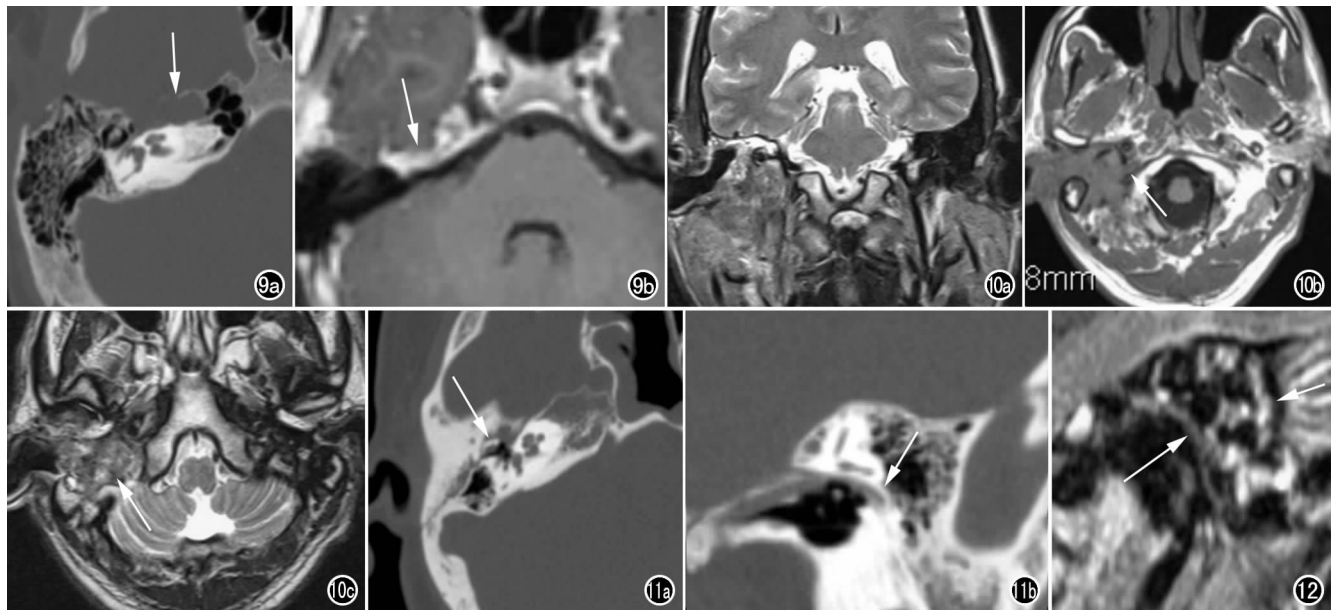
面神经膝段和岩浅大神经神经鞘瘤。a) HRCT 显示右侧面神经膝段、岩浅大神经管增宽, 骨质形态不规则(箭); b) MR 增强检查显示右侧面神经膝段、岩浅大神经以及三叉神经半月节可见明显强化。图 10 腮腺囊腺瘤。MR 显示腮腺内等 T₁ (b) 等 T₂ (a、c) 信号影, 边界欠清, 形态不规则。病变累及面神经管乳突段(箭), 向前与颈内动脉关系密切。a) T₂ WI; b) T₁ WI; c) T₂ WI。图 11 左侧颞骨纵行骨折。a) 显示骨折线累及中耳听小骨; b) 多平面重组显示右侧面神经管鼓室段变窄, 形态欠规则。图 12 外伤后迟发面瘫。MR 斜矢状面显示面神经乳突段增粗, 信号不均匀(长箭), 提示面神经损伤。同时可看到乳突呈长 T₂ 信号影(乳突积液)(短箭)。
